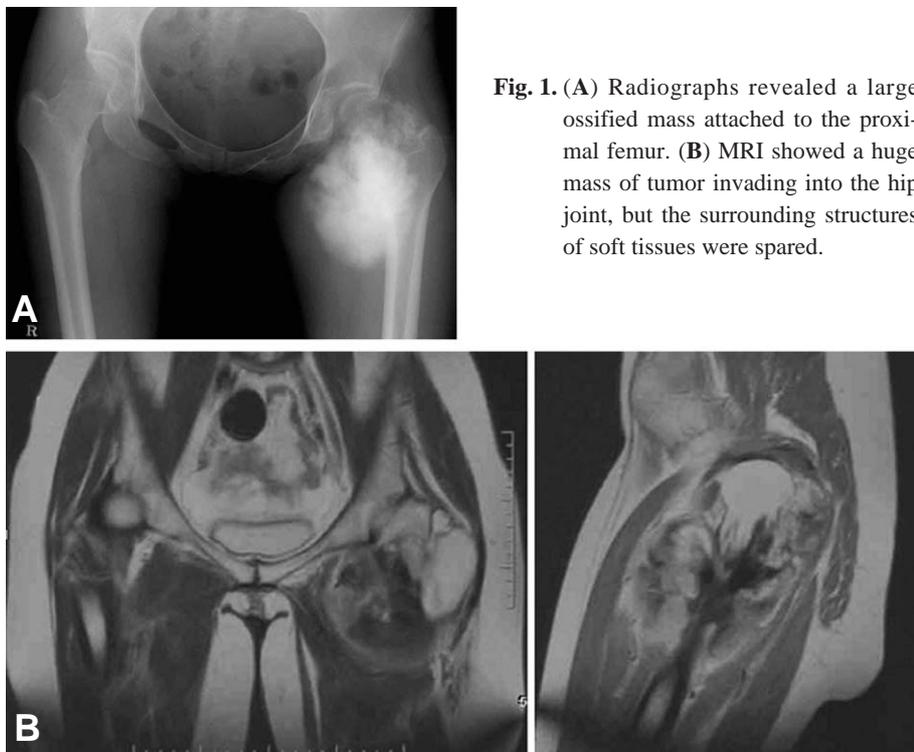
(A) Radiographs revealed a large ossified mass attached to the proximal femur. (B) MRI showed a huge mass of tumor invading into the hip joint, but the surrounding structures of soft tissues were spared.
